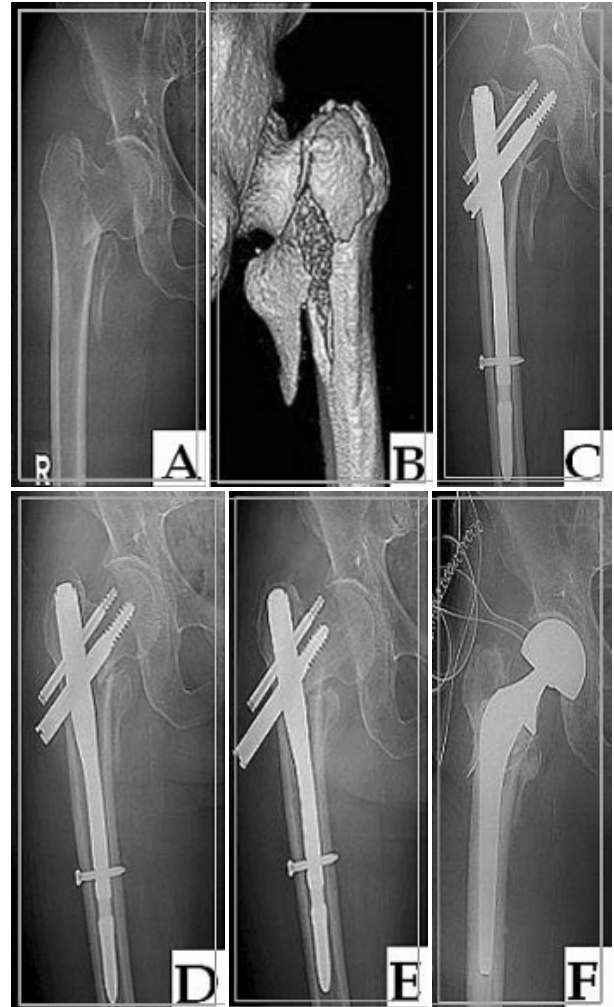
(A) Preoperative AP radiograph of a 86-year-old male with intertrochanteric fracture. (B) Fracture pattern of B1 unstable reverse oblique fracture by 3D computed tomography. (C) Postoperative AP radiograph of Gamma nail insertion with percutaneous 2 cannulated screws fixation. (D) AP radiograph showed satisfactory reduction at 3 months post-operation.
